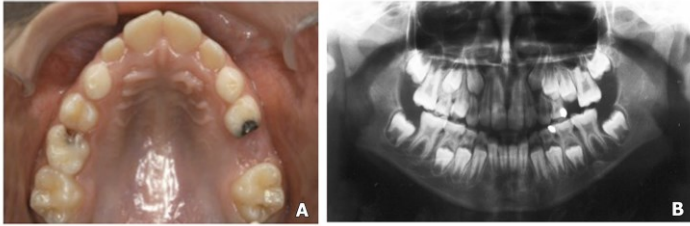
Requisitos ideais para colocação de mantenedor de espaço. A- Aspecto oclusal evidenciando perda precoce do dente 65 sem perda de espaço; B- Radiografia panorâmica comprovando a presença do dente permanente 25 que irá substituir o dente 65.
